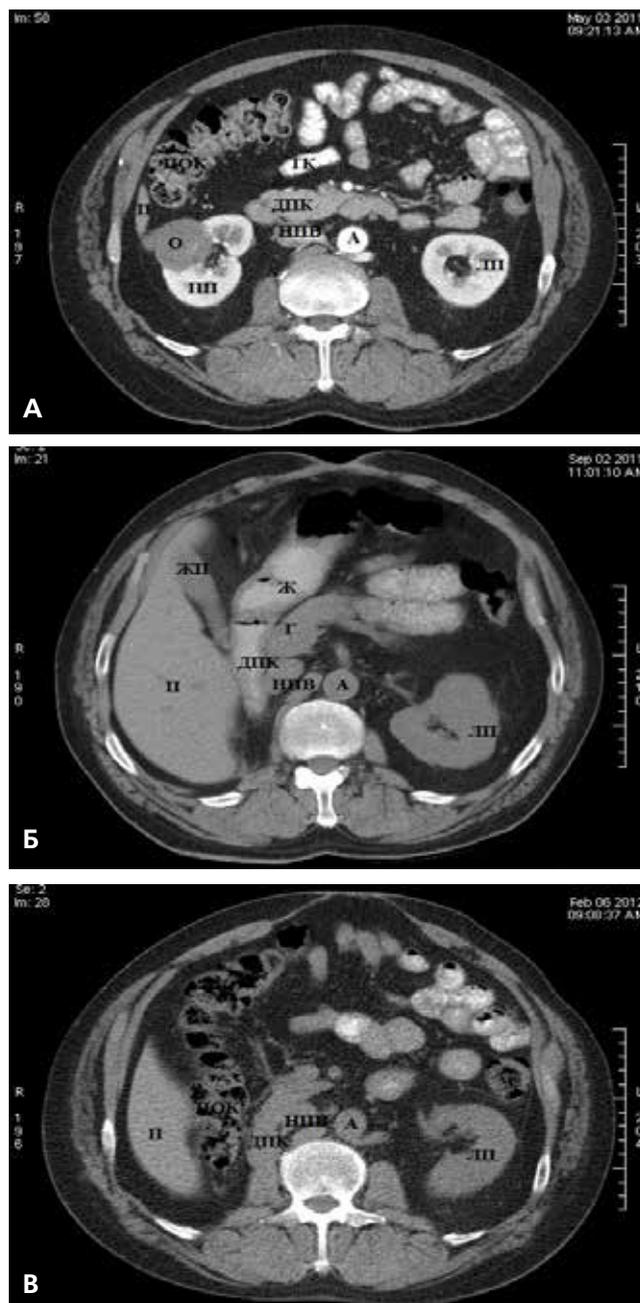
КТ-граммы забрюшинного пространства пациента с опухолью правой почки до и после правосторонней нефрэктомии (пациент Ж., 59 лет):
